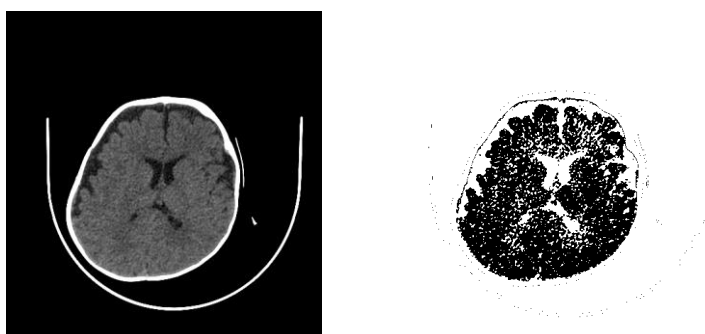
Coupe d'un examen CT d'un nourrisson atteint de PFO avant seuillage (à gauche) et après seuillage (à droite)
